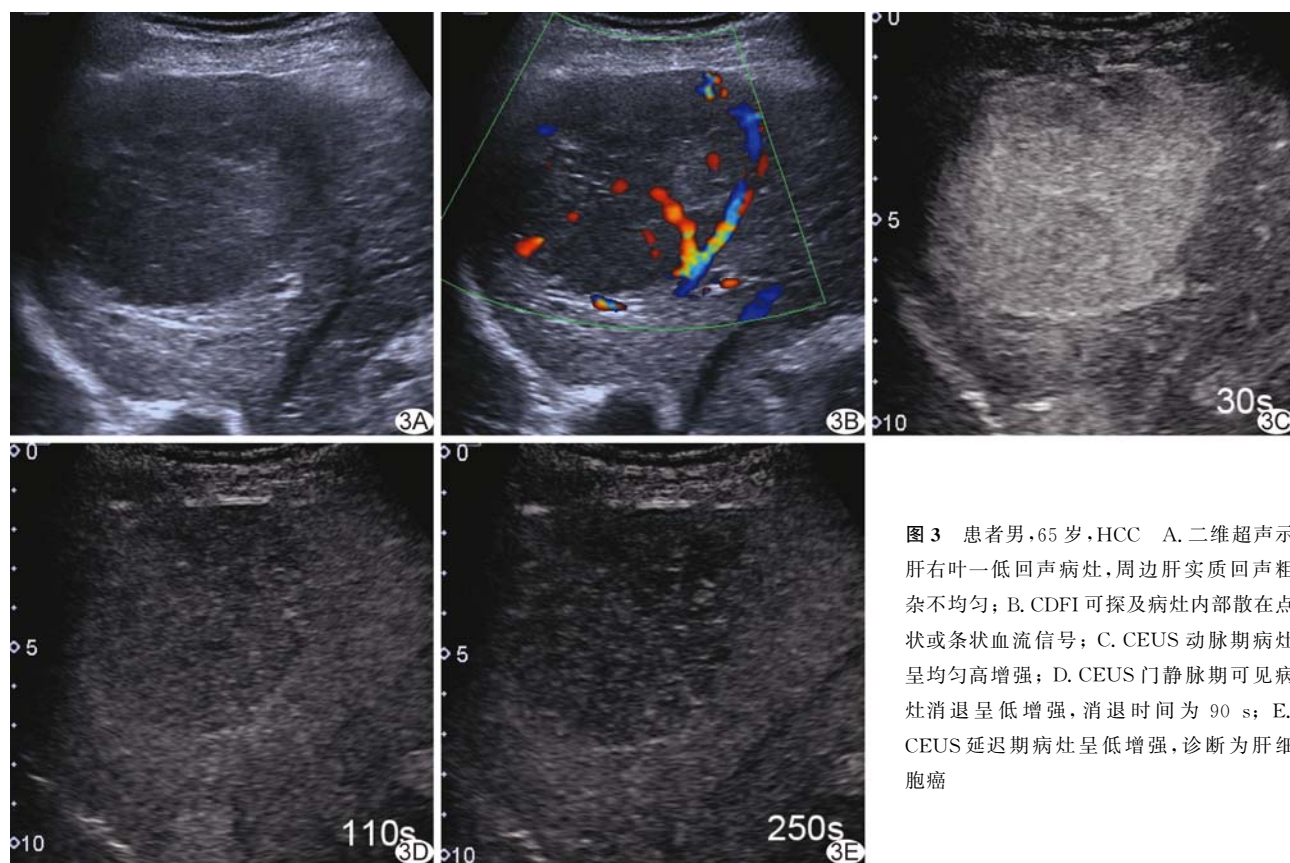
患者男,65岁,HCC A.二维超声示肝右叶一低回声病灶,周边肝实质回声粗杂不均匀;B. CDFI可探及病灶内部散在点状或条状血流信号;C. CEUS动脉期病灶呈均匀高增强;D. CEUS门静脉期可见病灶消退呈低增强,消退时间为90s;E. CEUS延迟期病灶呈低增强,诊断为肝细胞癌
